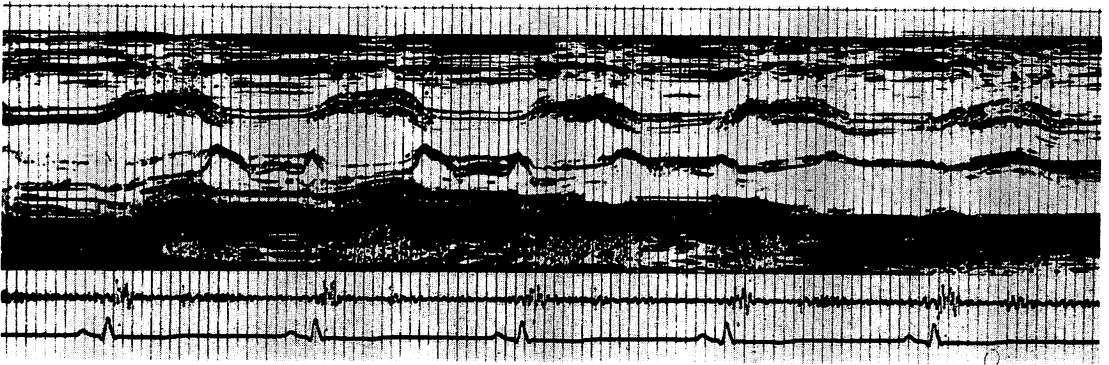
M-mode echocardiogram of a patient with inferior wall infarction.
